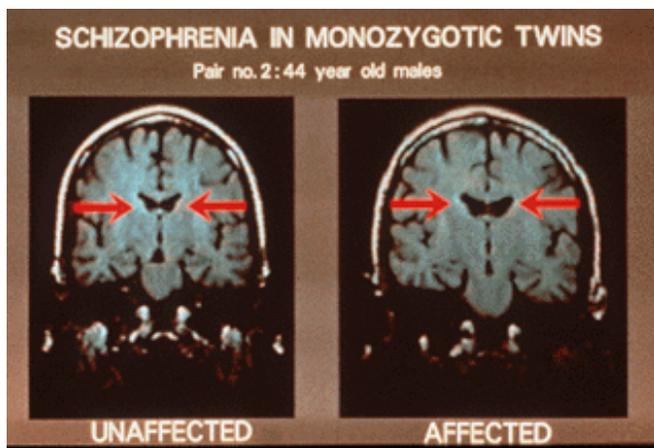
Exemplo de estudo comparativo com a utilização do Imageamento por Ressonância Magnética em gêmeos monozigóticos.
